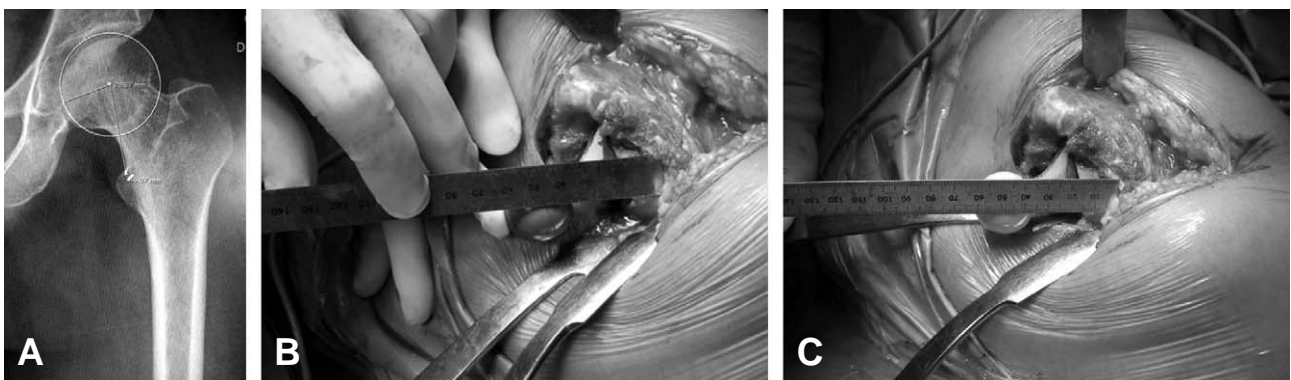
(A-C) Head center to lesser trochanter distance: (A) Anteroposterior radiograph of a hip shows landmarks for radiographic measurement of HLD. (B) After femoral stem insertion, HLD was checked and compared with previously checked HLD. (C) The real head was inserted.
